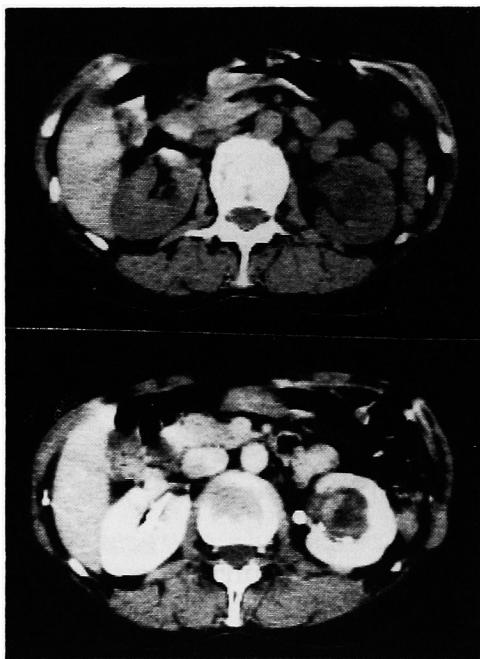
CT scan showed a 2.5×2.5 cm mass with irregular density.
